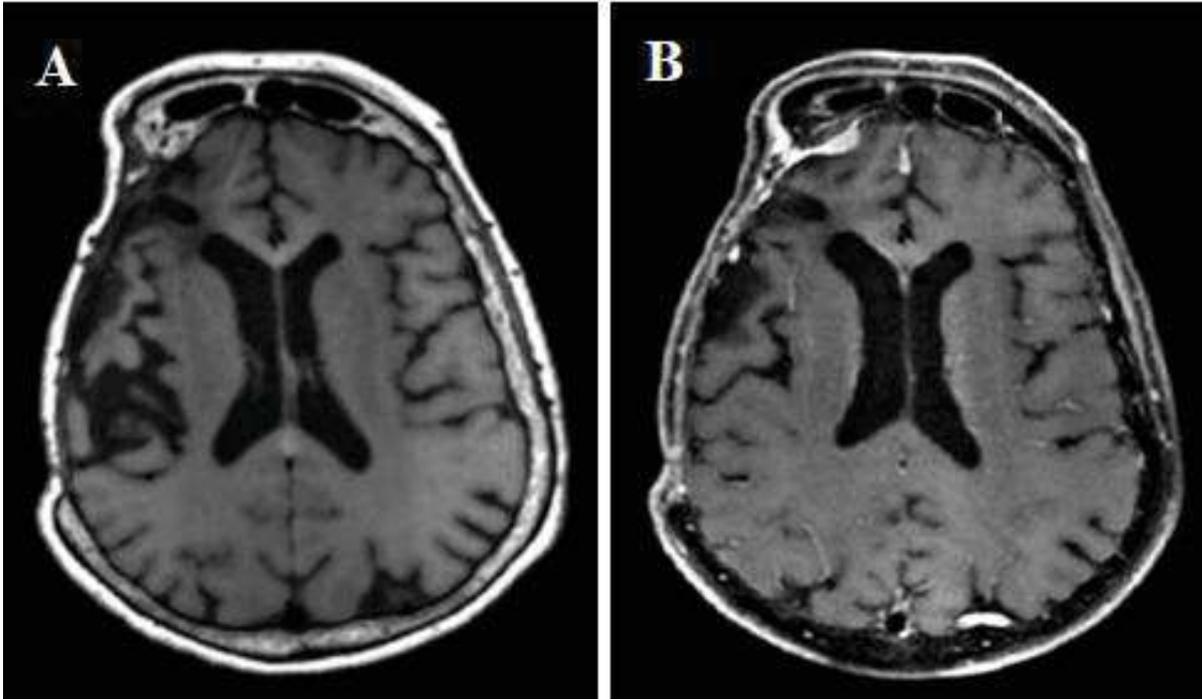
Cas d'un patient opéré d'un méningiome basifrontal droit : résidu formellement identifiable uniquement en comparaison à l'IRM injectée précédente.
